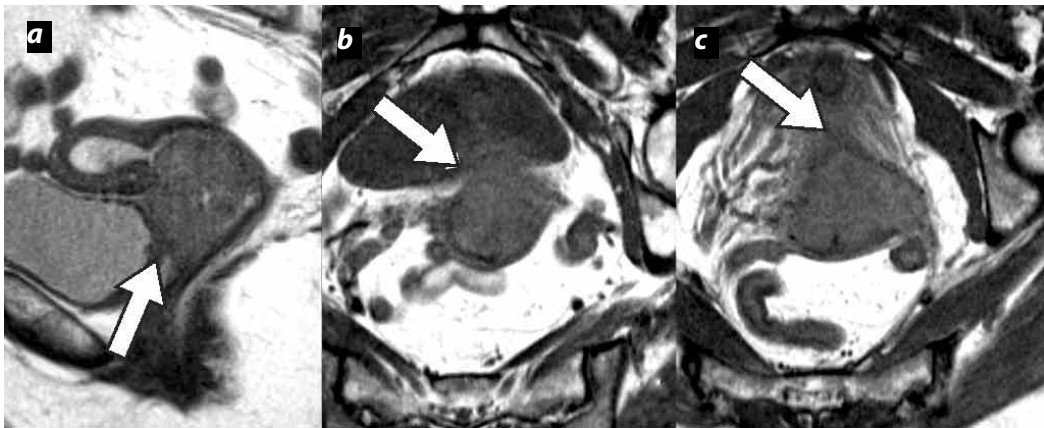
CCU estadio IIB. RM de alta resolución, (a) corte sagital, (b) y (c) cortes axiales, muestran lesión cervical de alta intensidad, con invasión parametrial, sin compromiso de pared pelviana (flechas largas).
